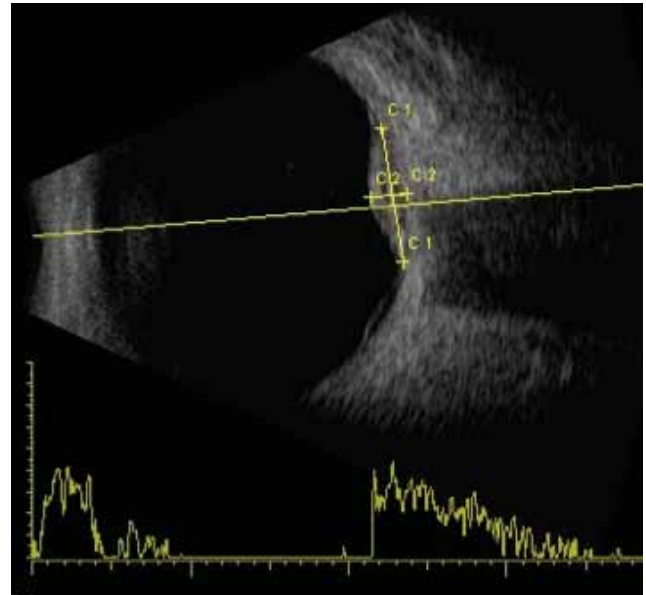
Ecografía ocular OD con masa en domo de alta reflectividad.
